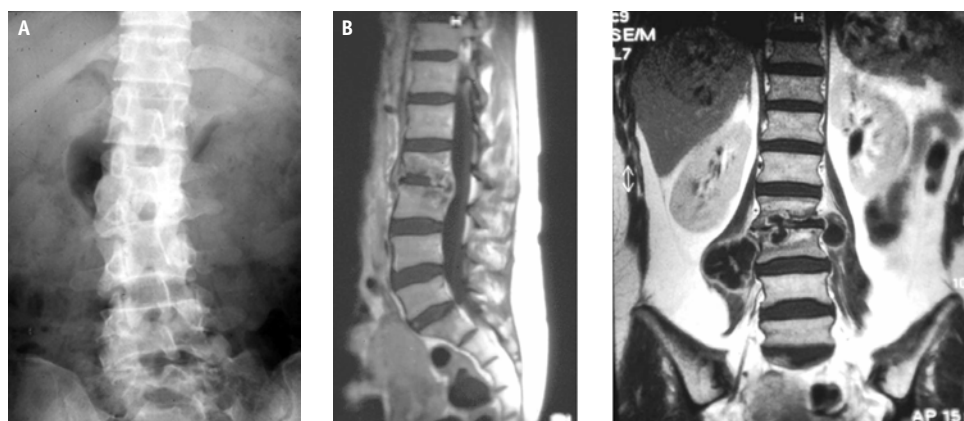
Espondilodiscite piogênica em paciente do sexo feminino, 42 anos, com dor lombar e antecedente de infecção urinária. Radiografia e RM (T1 pós-gadolíneo) evidenciando redução no espaço discal L2-3, realce heterogêneo do disco e dos corpos vertebrais, além de abscessos paravertebrais e extensão subligamentar e epidural.
